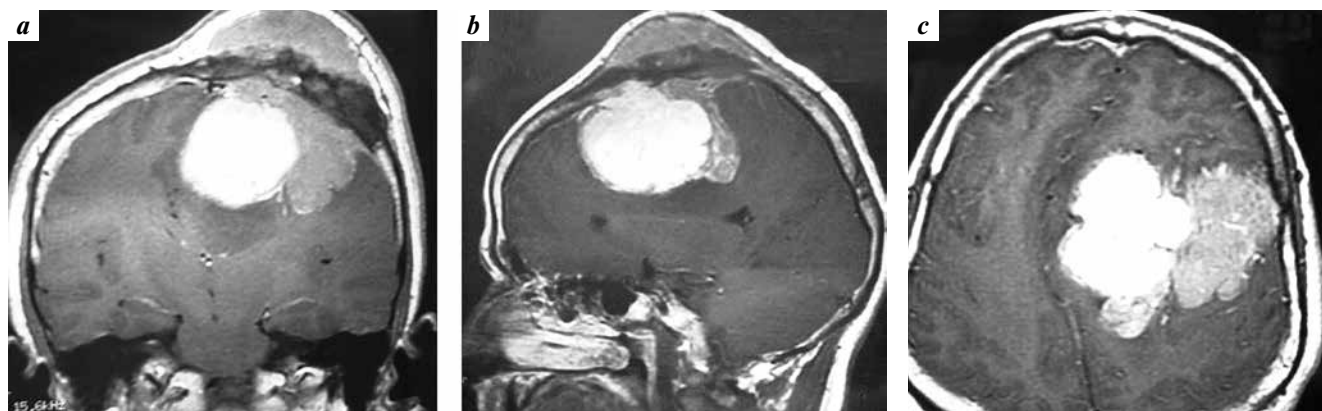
Contrast-enhanced T1-weighted coronal, sagittal and axial magnetic resonance demonstrates a left parasagittal meningioma. It is possible to visualize the neural tail of the meningioma and the midline shift
